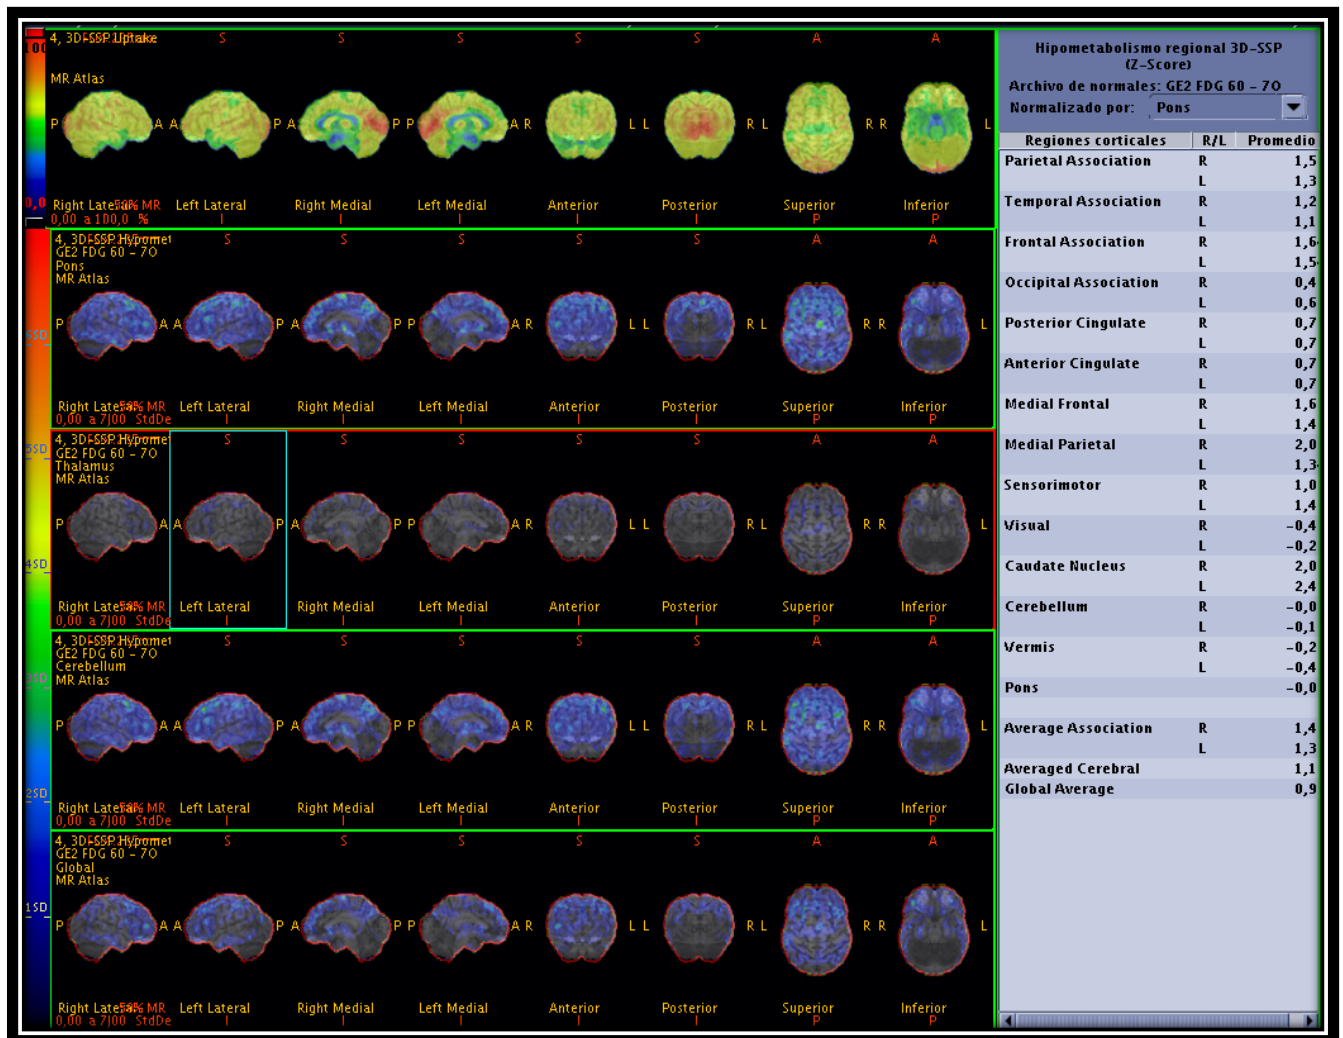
Paciente con antecedente de pérdida de la memoria de larga evolución, sin embargo el metabolismo regional de 18-FDG se encuentra conservado y los valores Z positivos no son mayores a 2, por lo cual el resultado fue negativo.
